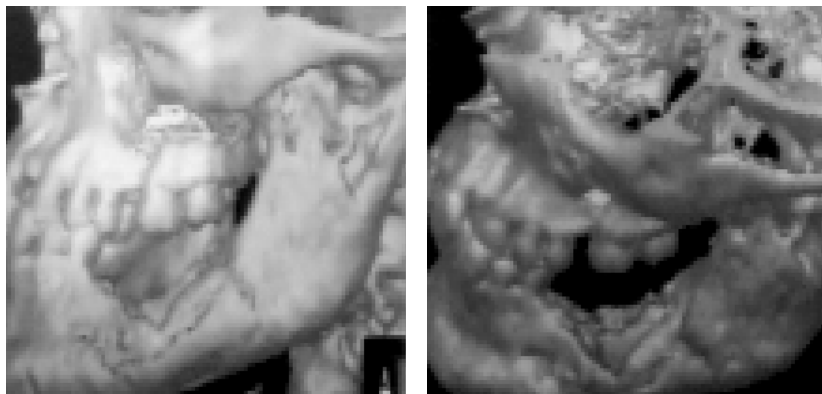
Компьютерная томограмма пациента П. Обширный остеонекротический процесс тела и ветви нижней челюсти справа.
